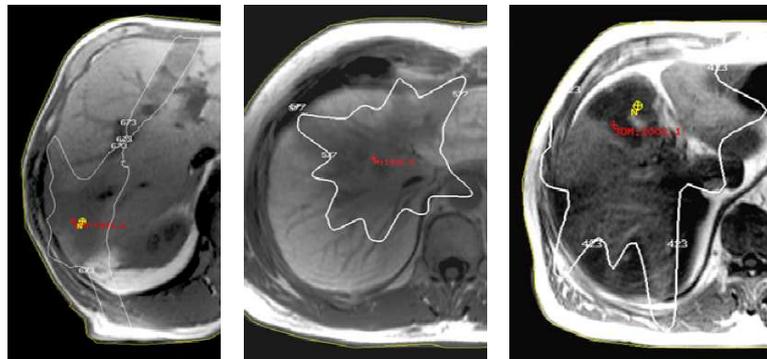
MRT-Aufnahmen mit Bestrahlungsreaktionen im gesunden Gewebe [3]
